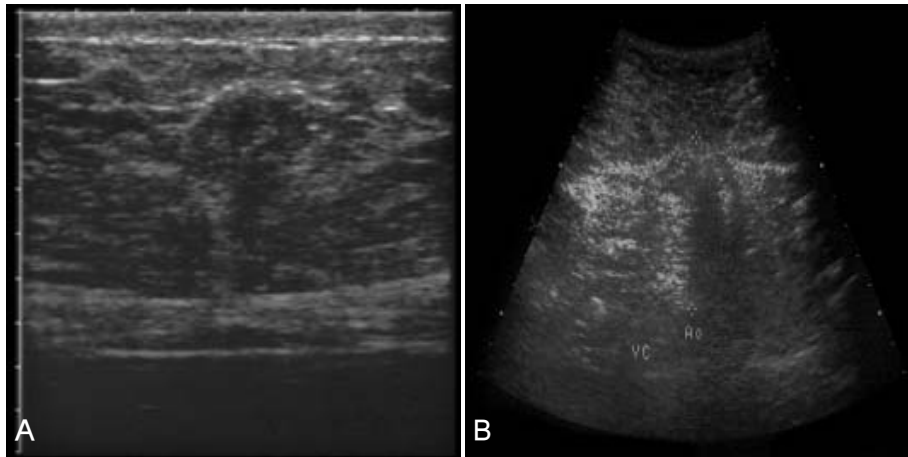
Abdominal ultrasonographic measurement of (A) subcutaneous and (B) intra-abdominal fat thickness.
